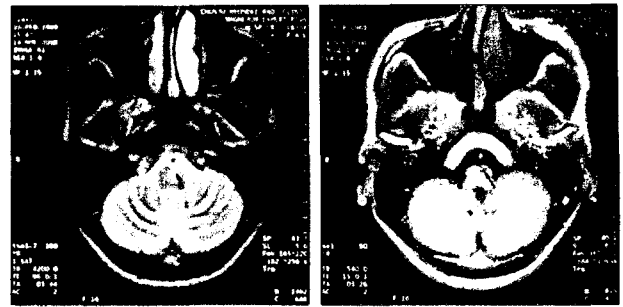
Brain MRI of Dejerine's syndrome. (A) T2WI of Transverse Section. Black solid arrow points to the high intensity-lesion of ventromedial medulla oblongata. (B) T1WI of Transverse Section. Black solid arrow points to the low intensity-lesion of ventromedial medulla oblongata. * T2WI=T2 Weighted Image. † T1WI=T1 Weighted Image.
